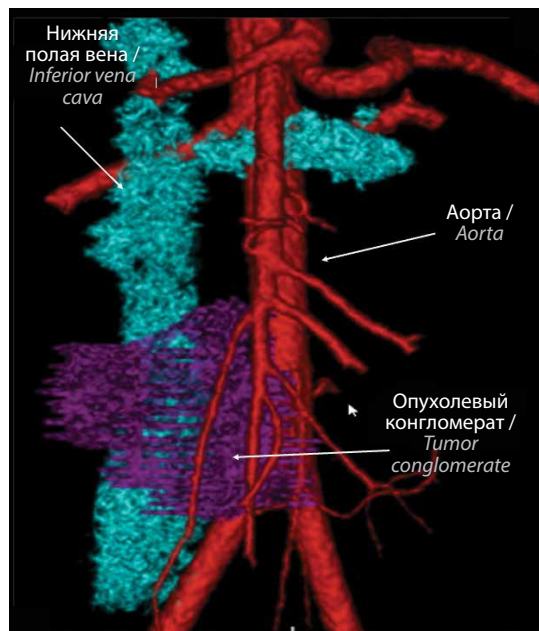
Компьютерная томография с 3D-моделированием сосудов и опухолевого конгломерата
